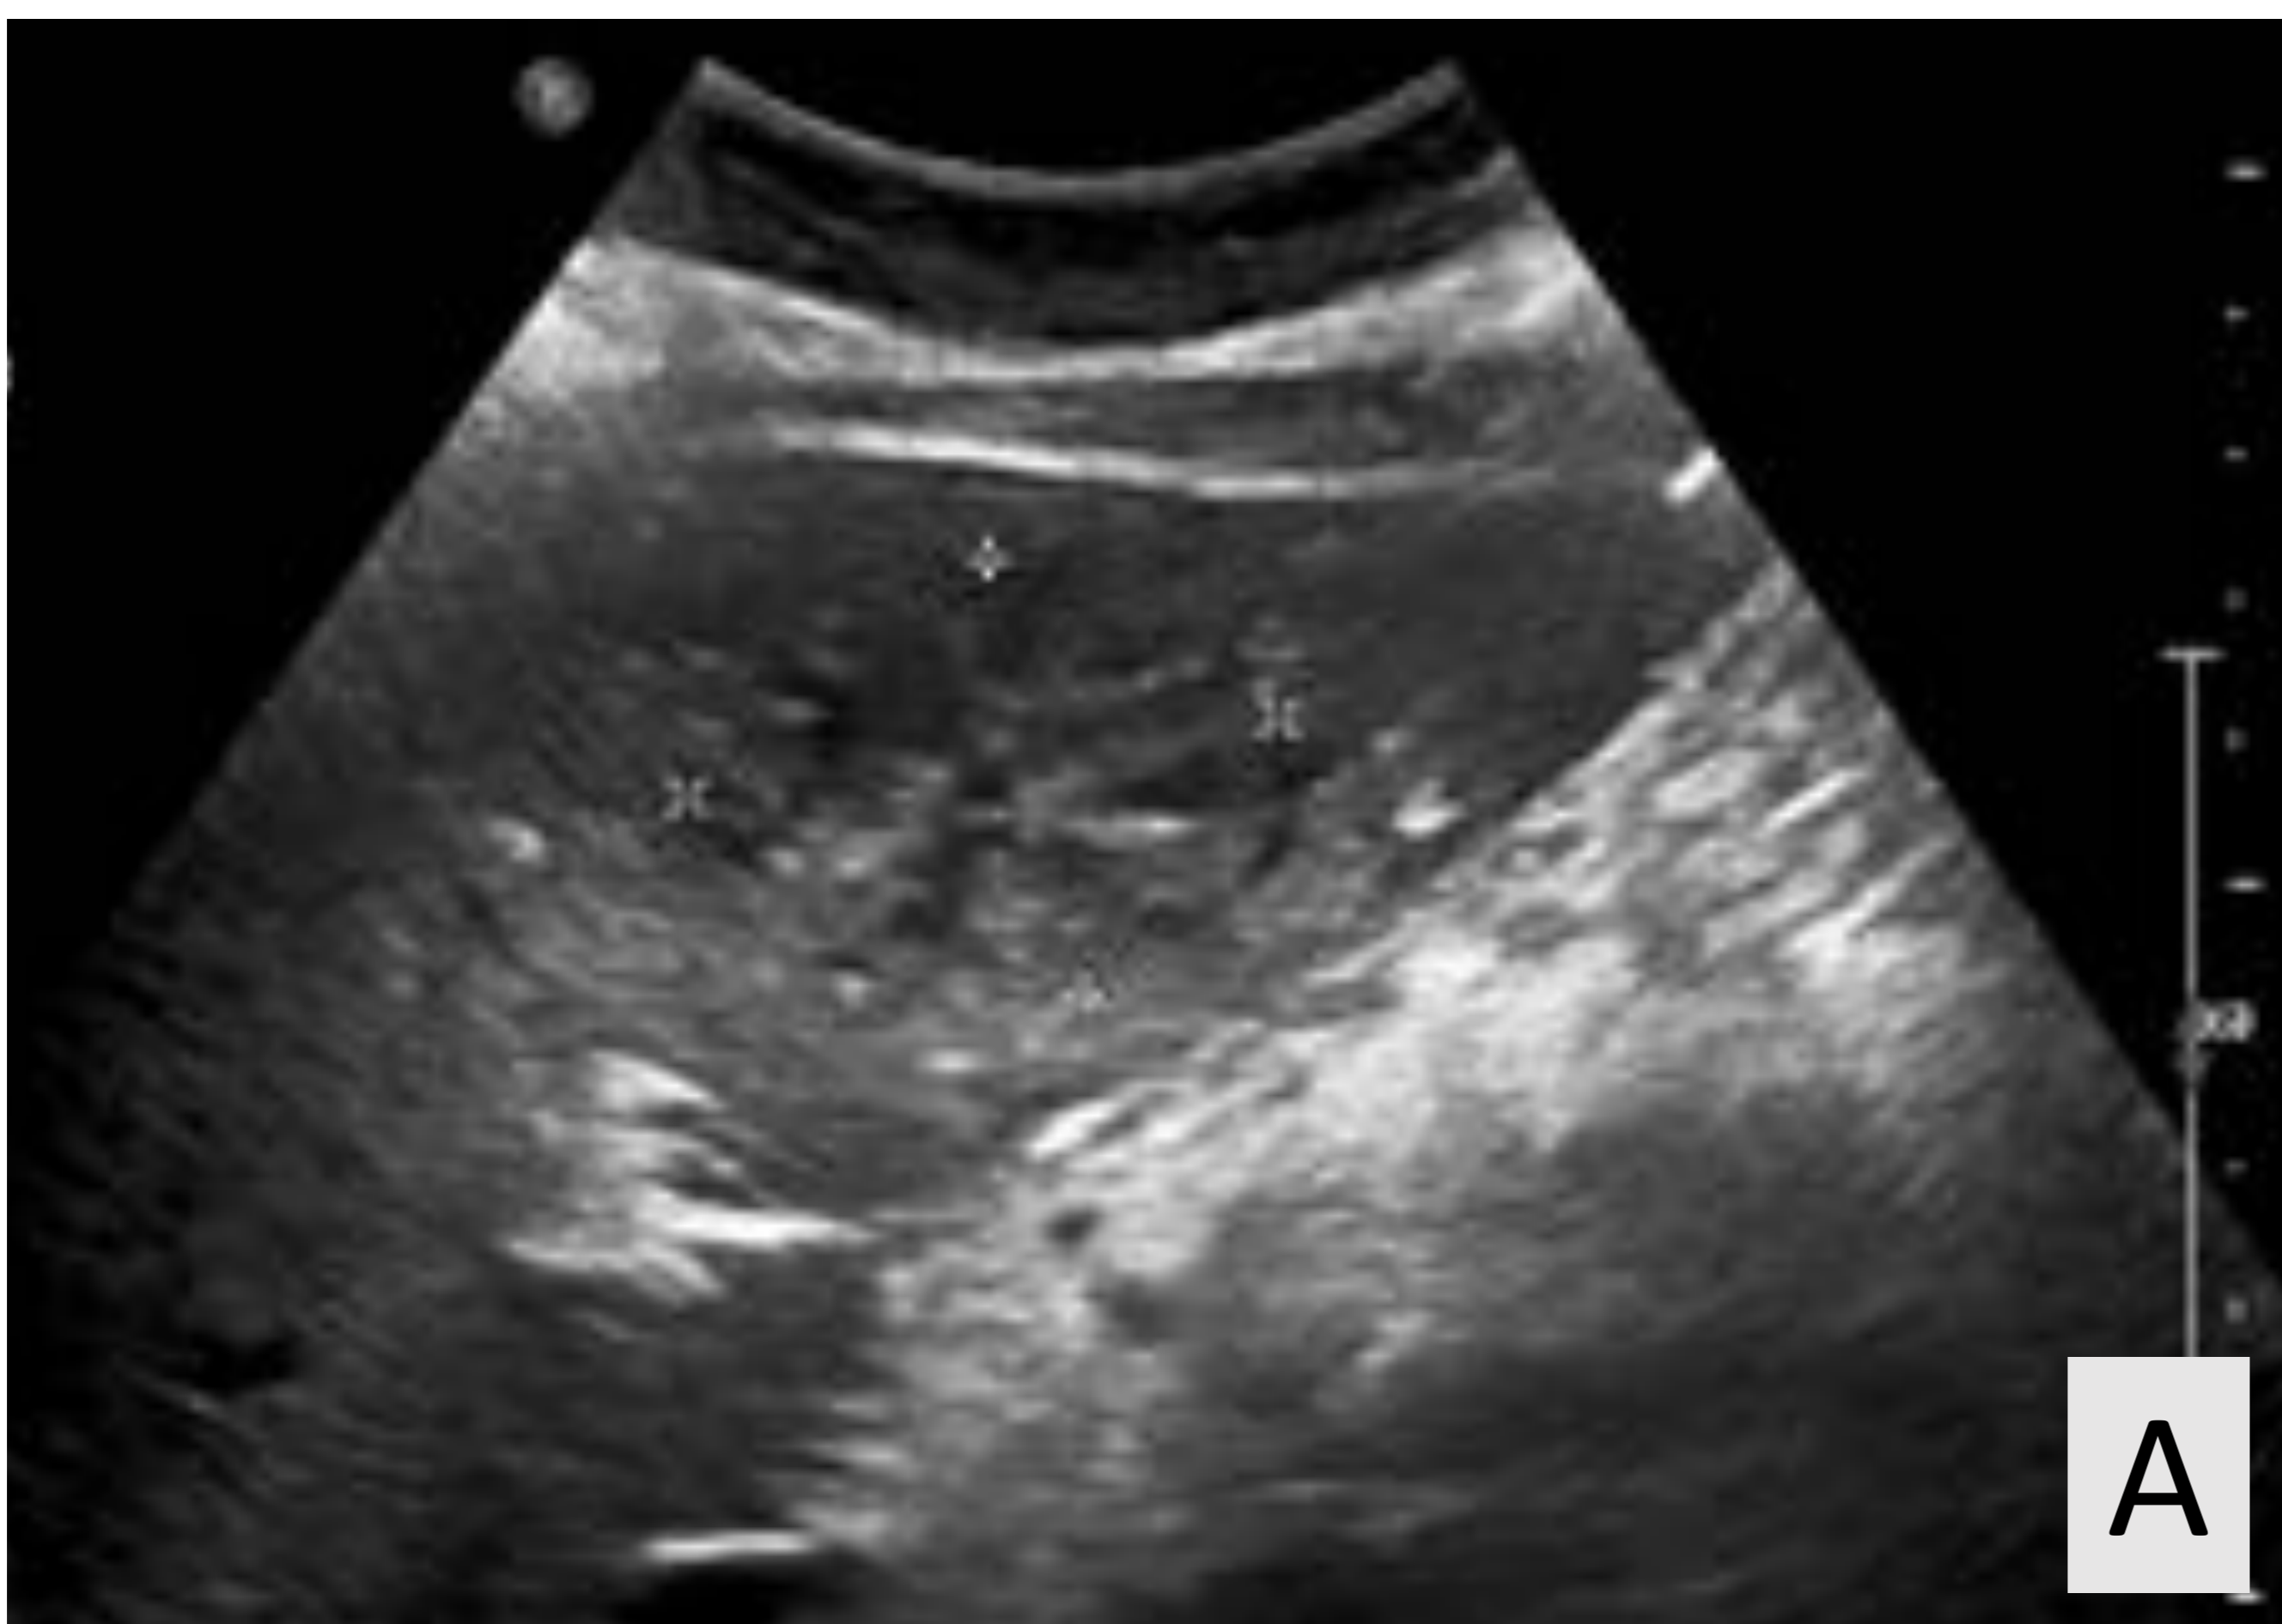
Ecografía (A) y TC de abdomen (B). Lesión heterogénea de aspecto multiloculado compatible con absceso hepático.
